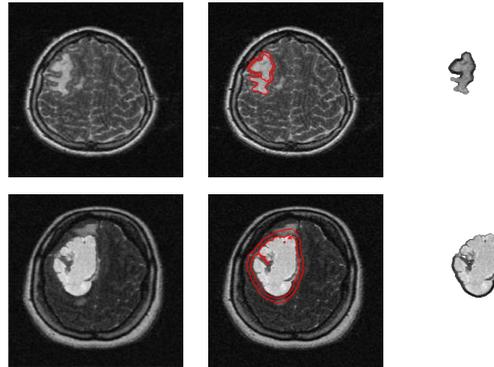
Suivi de croissance d'une cellule tumorale en deux coupes différentes des images IRM pondérées en T1
